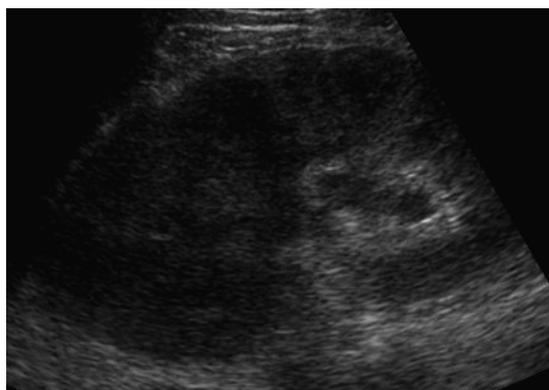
腎-2 中心部エコーの解離あるいは変形を伴う
